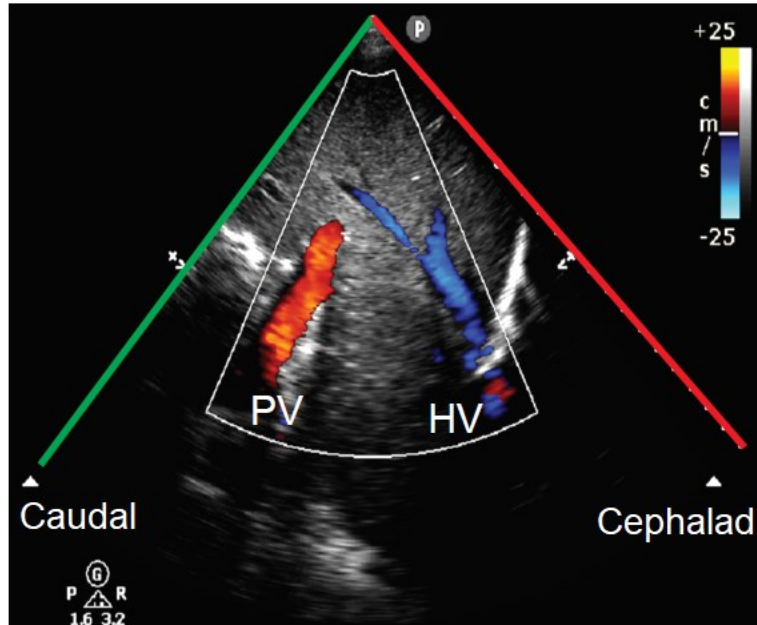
Color Doppler showing the relative position the portal vein (PV) and hepatic vein (HV)
